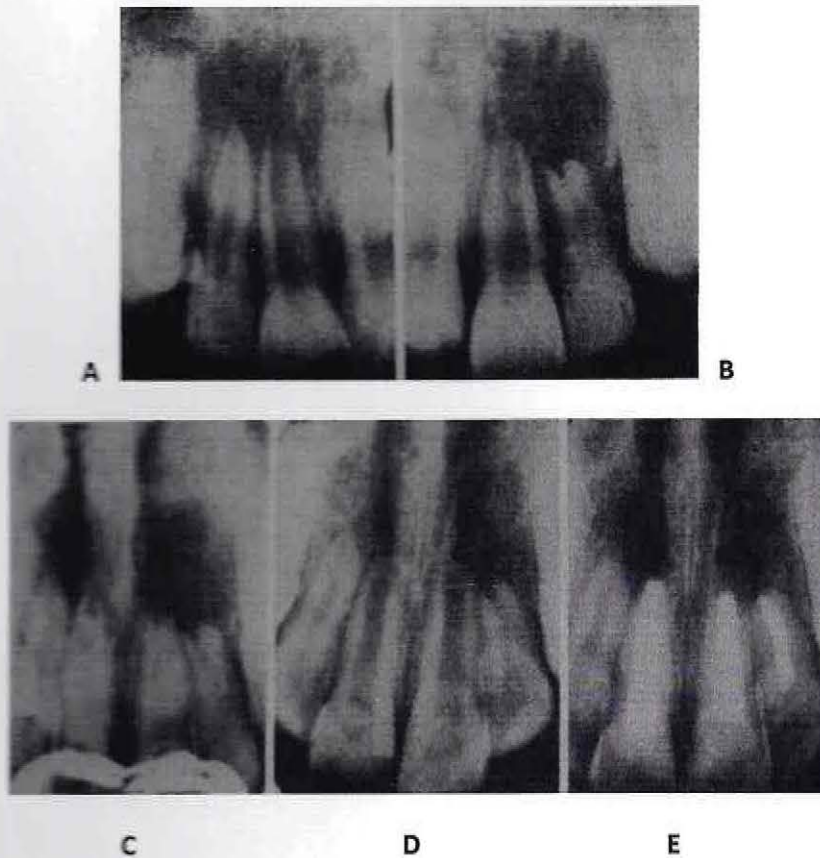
Apexificación en tres incisivos permanentes con utilización de hidróxido de calcio – PCFA como material de obturación. A y B ápices abiertos de los tres incisivos con patología periapical. C Obturación de hidróxido de calcio – PCFA aplicada en dos dientes. D Aspecto radiográfico de la apexificación, un año más tarde. E Obturación con gutta-percha de los conductos radiculares después de la apexificación.
